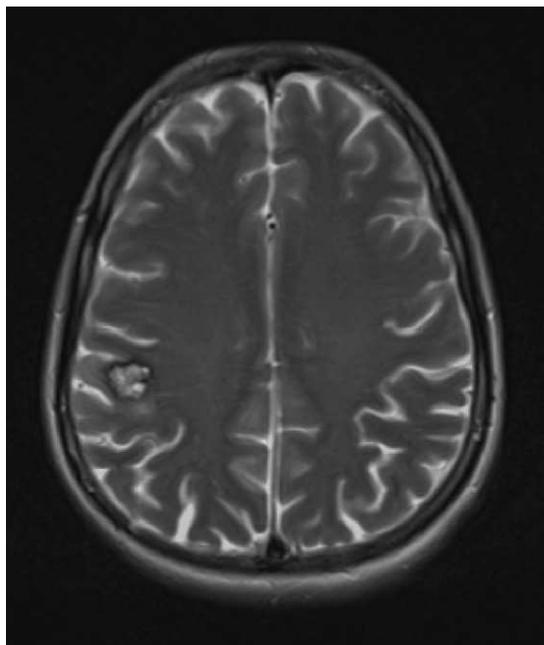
RMN en la que se observa malformación cavernosa cerebral en la región parietal derecha.
